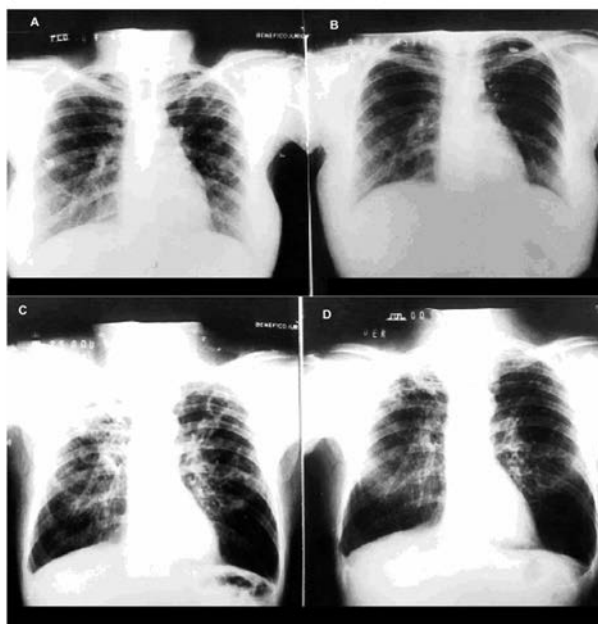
Улучшение рентгенологической картины у 2 пациентов с мультирезистентным туберкулезом легких после назначения адъювантной иммунотерапии ИФН- γ человека (по Suárez-Méndez R. с соавт.)
